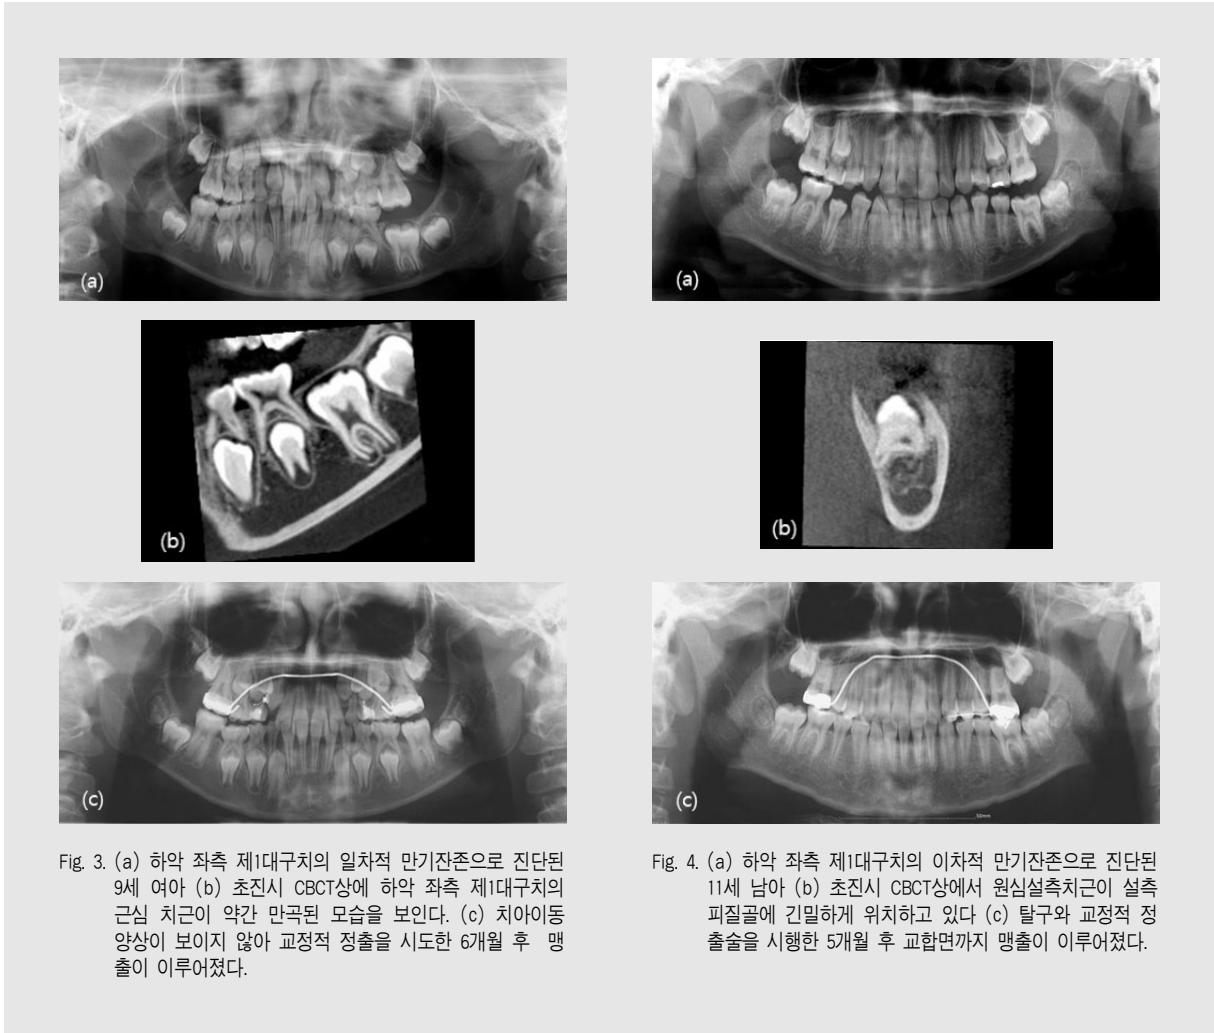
(a) 하악 좌측 제1대구치의 일차적 만기잔존으로 진단된 9세 여아 (b) 초진시 CBCT상에 하악 좌측 제1대구치의 근심 치근이 약간 만곡된 모습을 보인다. (c) 치아이동 양상이 보이지 않아 교정적 정출을 시도한 6개월 후 맹출이 이루어졌다.
